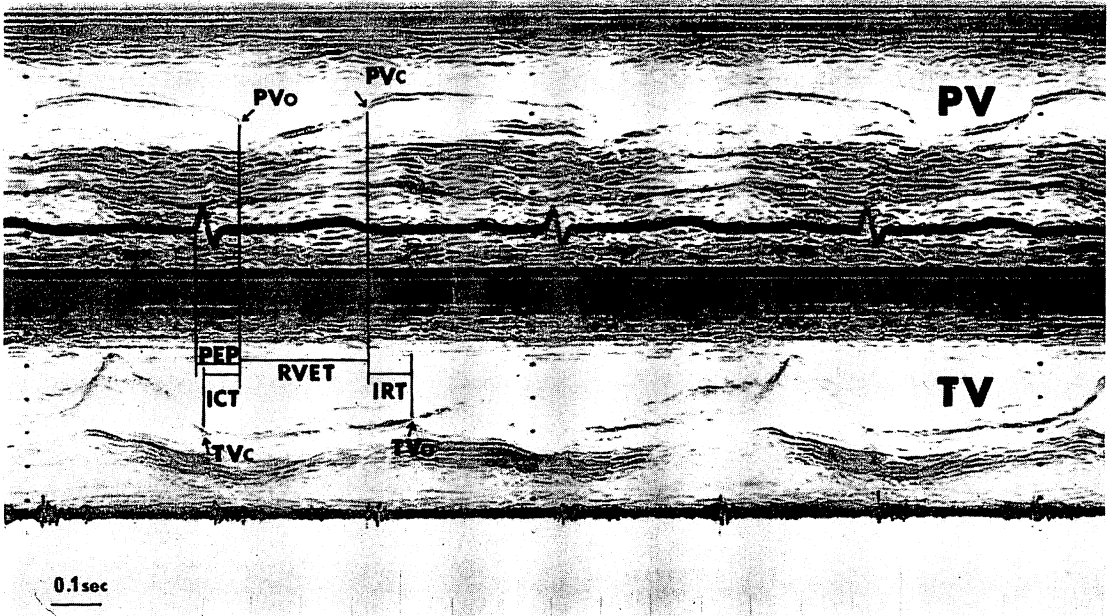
Dual echocardiogram of the pulmonic valve (PV) (upper portion of tracing) and tricuspid valve (lower portion of tracing) in a patient with VSD.
